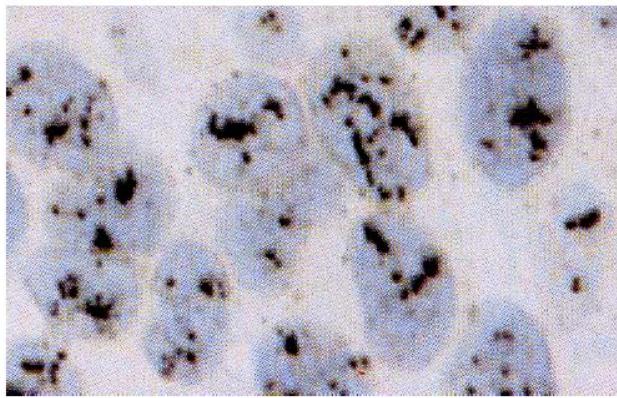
INFORM™ HER2 DNA Probe della linea cellulare BT474
